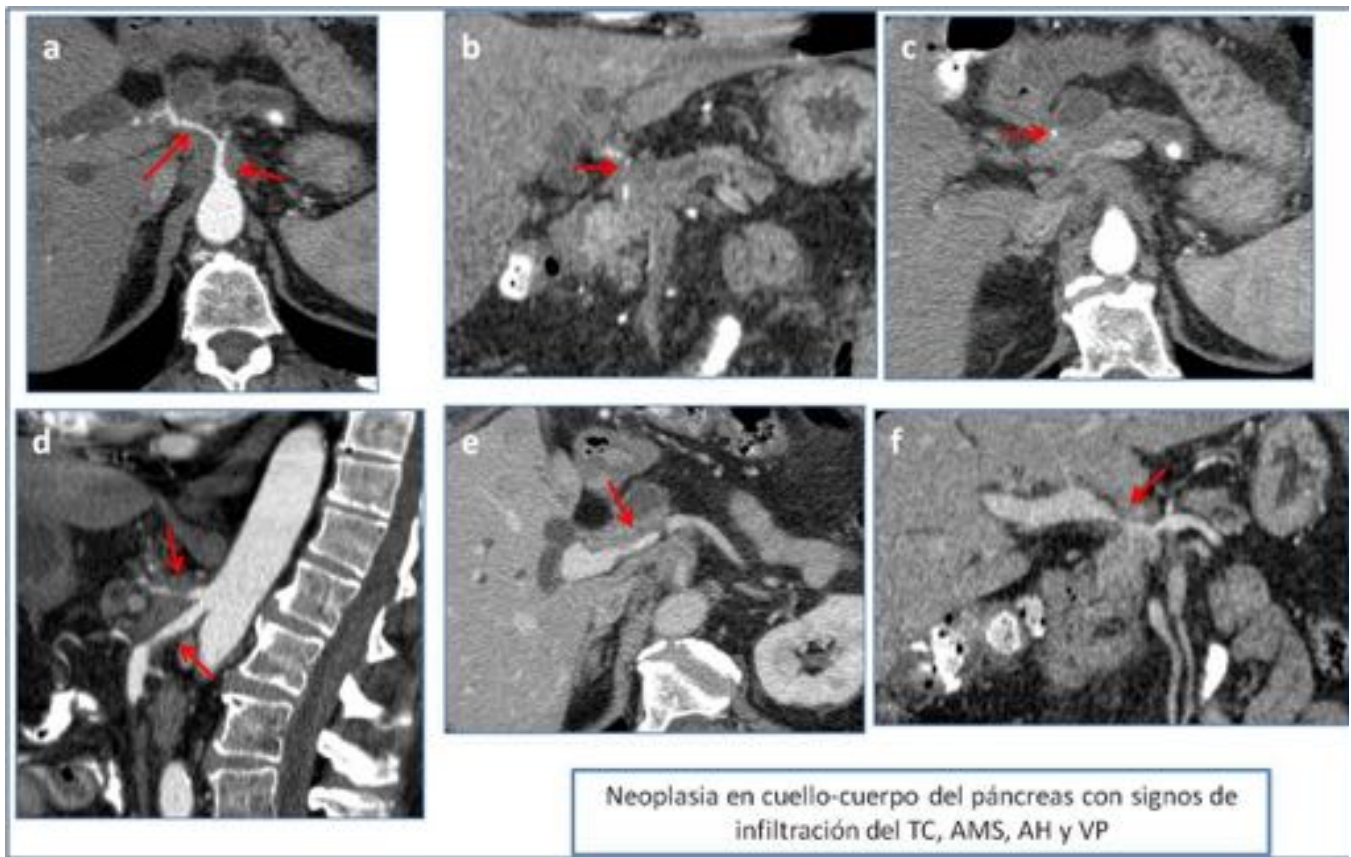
Neoplasia de cuello-cuerpo de páncreas con marcada infiltración vascular. Se aprecia invasión de: (a), (b) y (c) AH. (a) y (d) TC. (d) AMS. (e) y (f) VP.
